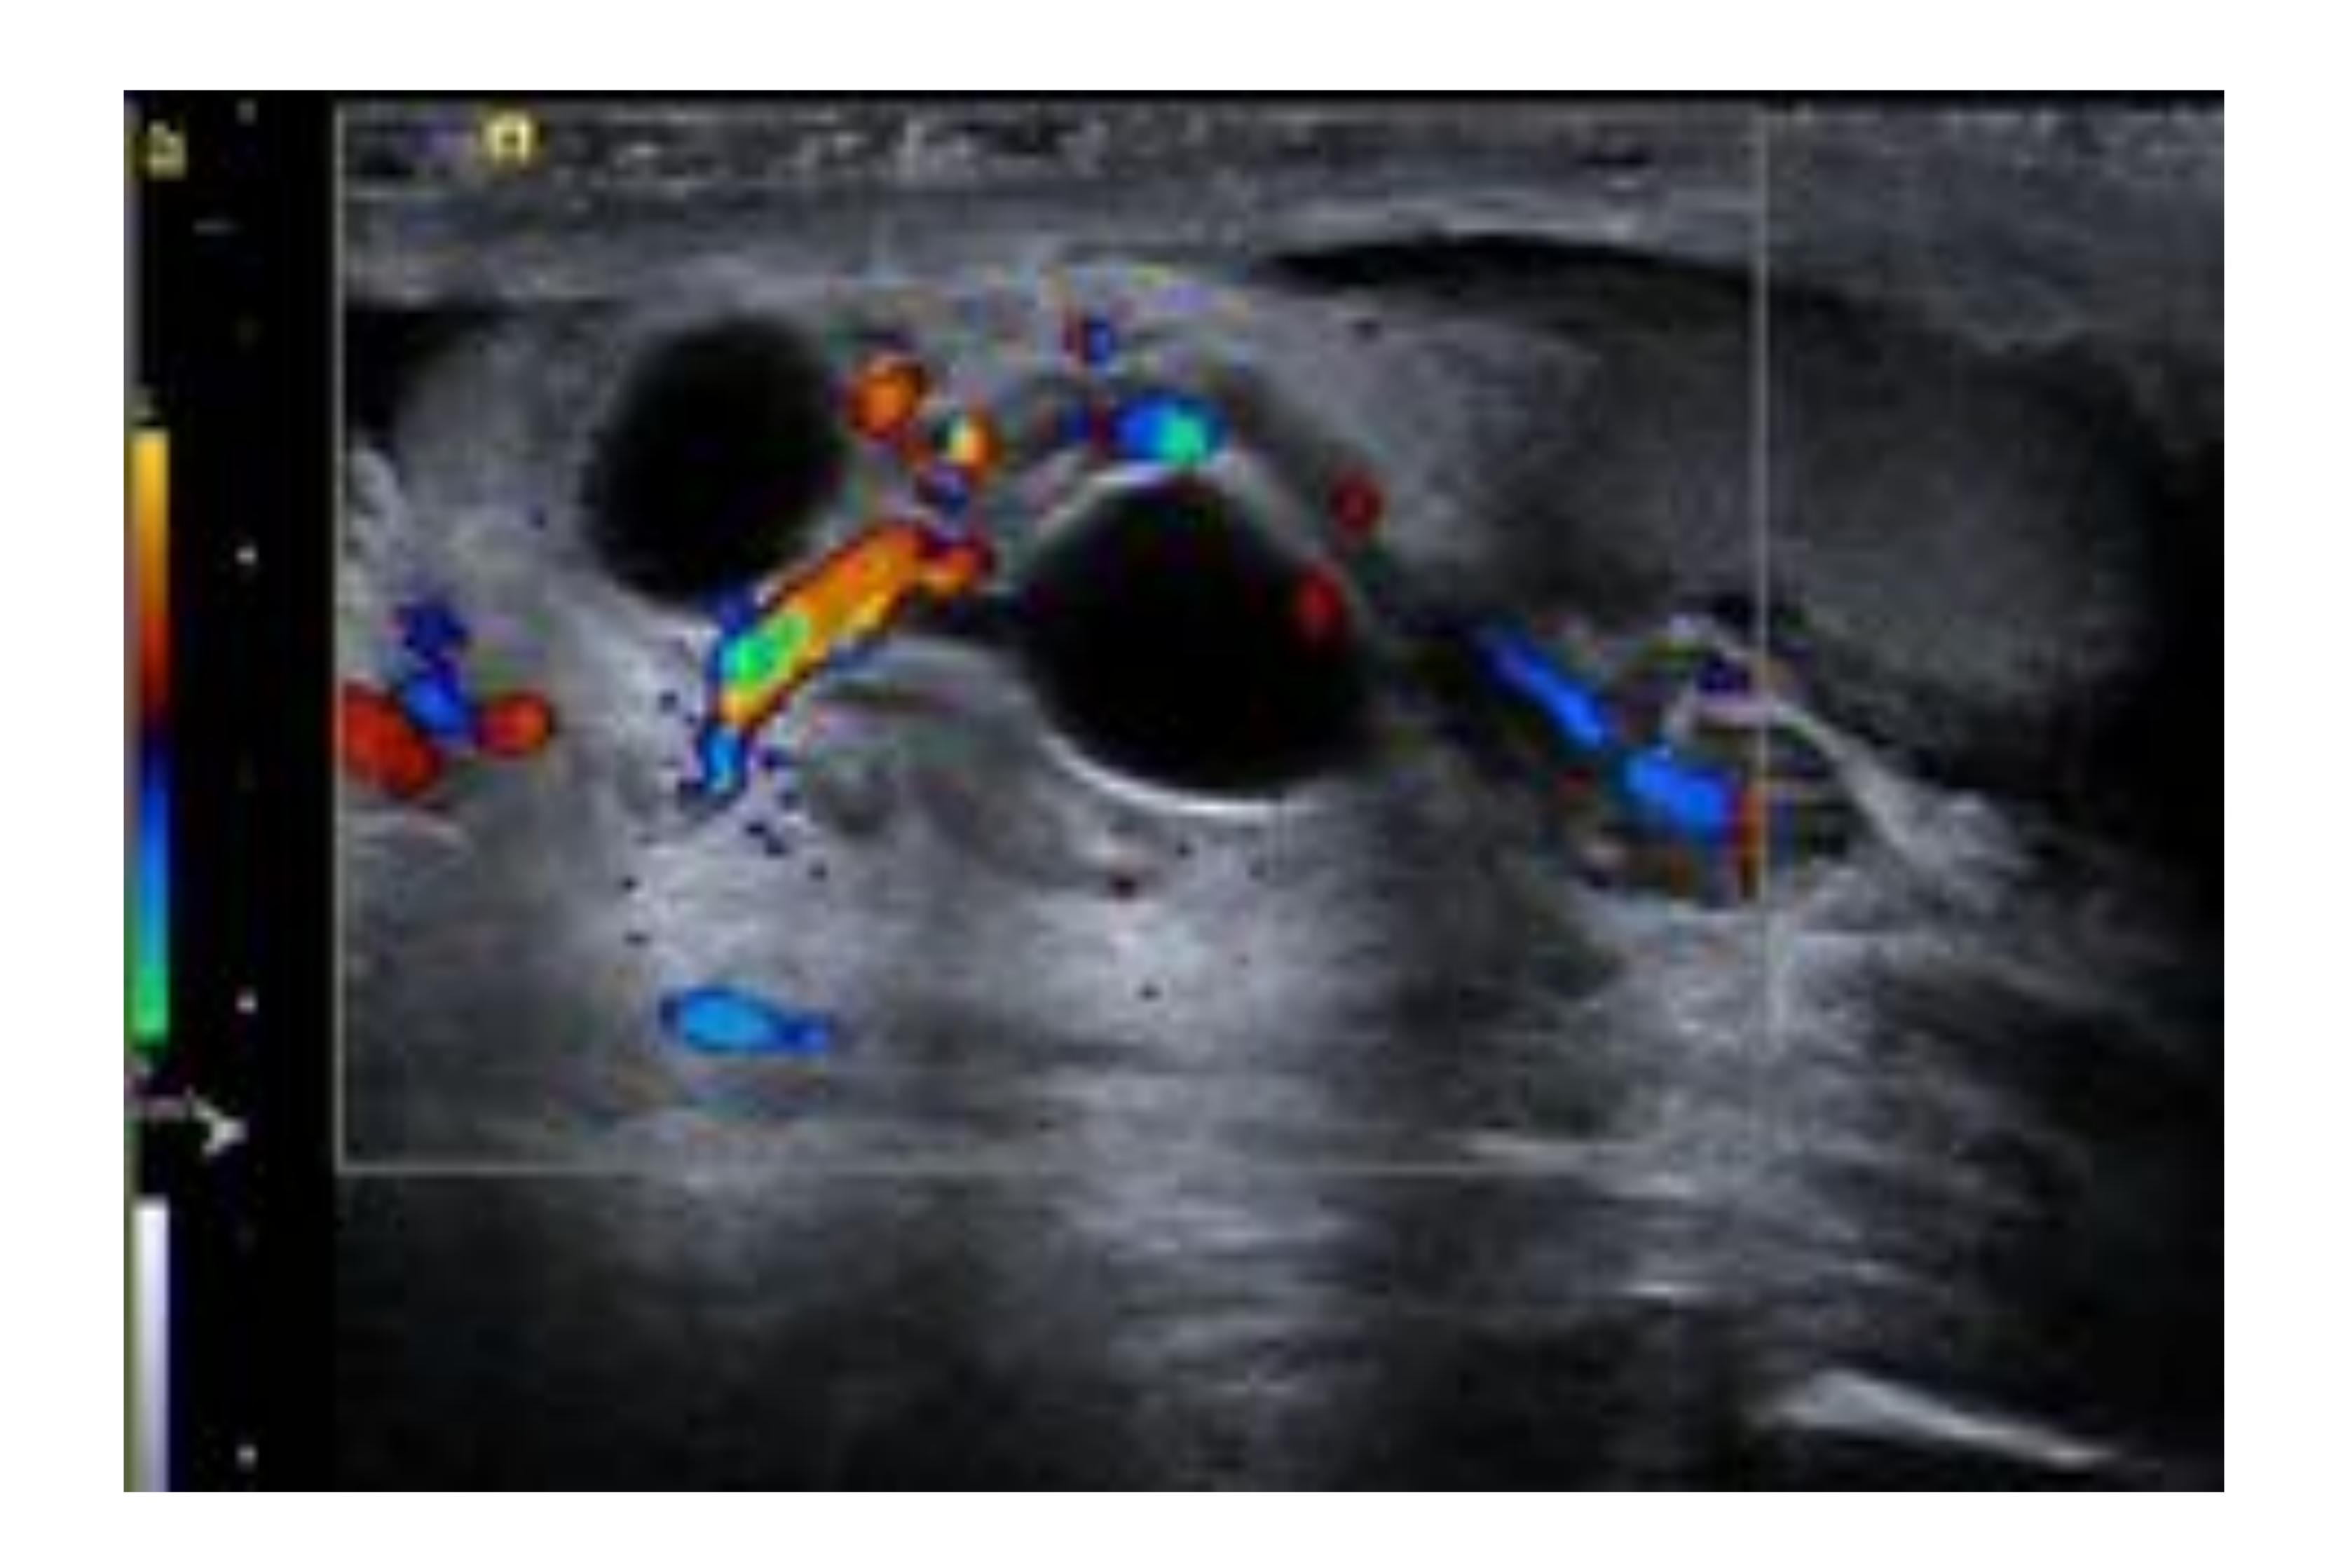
Quiste epidídimo/espermatocele. Varón de 75 años con HBP que ingresa por ITU y molestias en el teste izquierdo con aumento de su tamaño. Imágenes quísticas dependientes del epidídimo, de contenido homogéneo, sin flujo Doppler.
